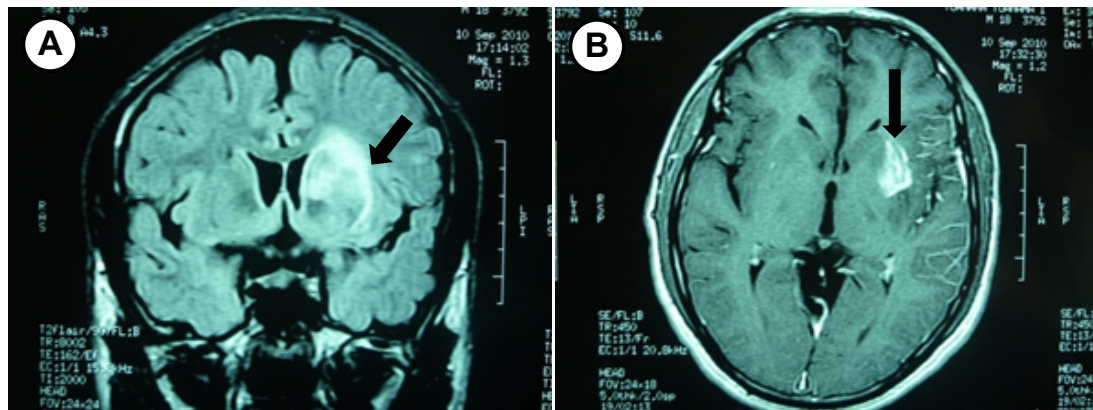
A: Corte coronal de angioresonancia mostrando lesión isquémica reciente subcortical (flechas), en ganglios basales del lado izquierdo. B: Corte sagital de angioresonancia mostrando lesión isquémica reciente subcortical (flecha), en ganglios basales del lado izquierdo y edema perilesional.
